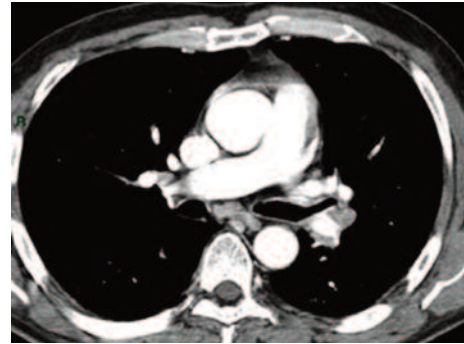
Scansione TC acquisita dopo somministrazione di mdc (finestra per mediastino).
